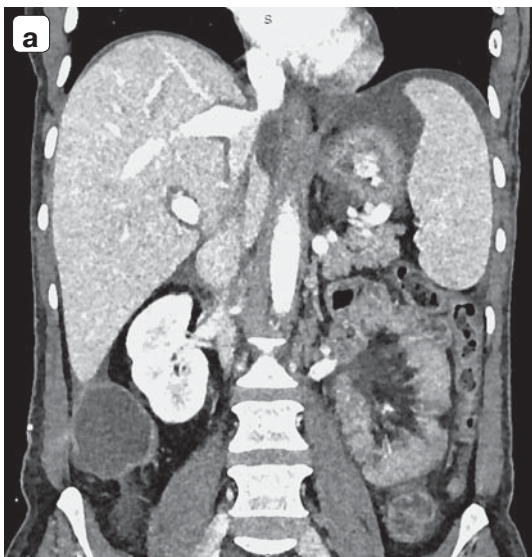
Компьютерные томограммы. Исследование через 3 мес после операции. Отсутствие асцита, контрастирование печеночных вен: а – фронтальная проекция; б – сагиттальная проекция, в – аксиальная проекция.
